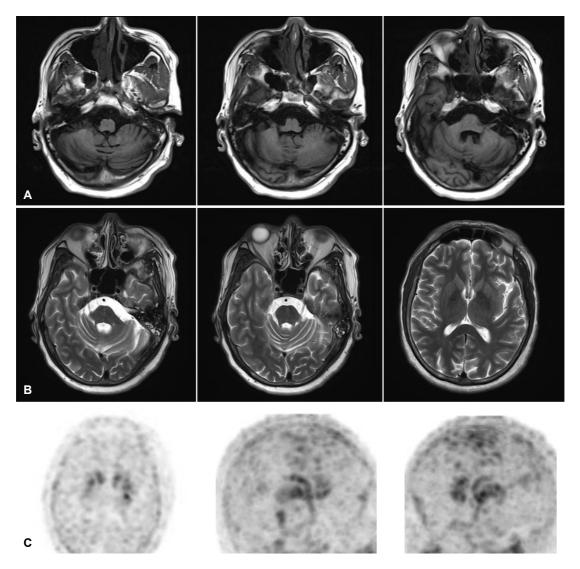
(A) Brain MRI on T1-weighted image demonstrates atrophy of the cerebellum. (B) Brain MRI on T2-weighted image does not show atrophy of the lateral putamen nor "hot cross bun" sign in the pons. (C) ¹⁸F-FP-CIT PET shows decreased DAT uptake in the bilateral putamen and caudate nuclei that was more significant in the left side without a rostro-caudal gradient. MRI; magnetic resonance imaging, ¹⁸F-FP-CIT; ¹⁸F-fluorinated N-3-fluoropropyl-2-beta-carboxymethoxy-3-beta-(4-iodophenyl) nortropane, PET; positron emission tomography, DAT; dopamine active transporter.
